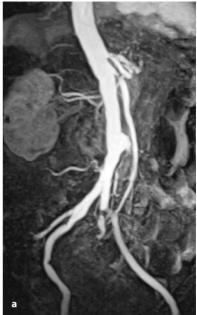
a, b. Chronisch mesenteriale Ischämie. Diagnostik der großen abdominellen Viszeralarterien mit ceMRA (a) und CT-Angiographie (b). a Truncusstenosen und filiforme A.-mesenterica-superior-Stenose nachgewiesen mittels ceMRA. b Hochgradige Truncusabgangsstenose und mittelgradige A.-mesenterica-superior-Stenose, Nachweis mittels CT-Angiographie
